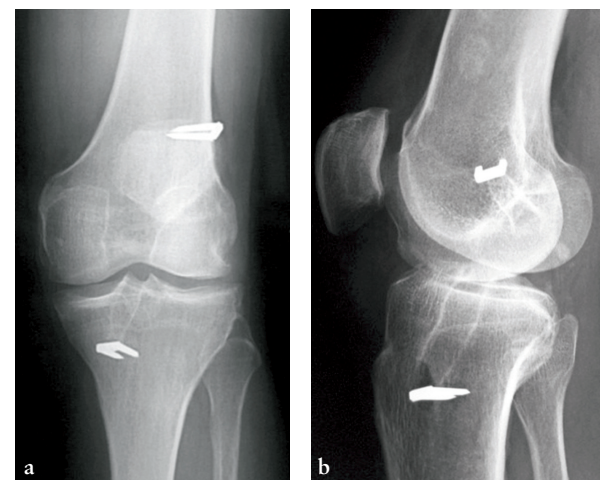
Artrosis fémoro-patelar en paciente intervenido de plástia LCA con ligamentoplastia semitendinoso y recto interno, a) radiografía AP, b) radiografía lateral.
